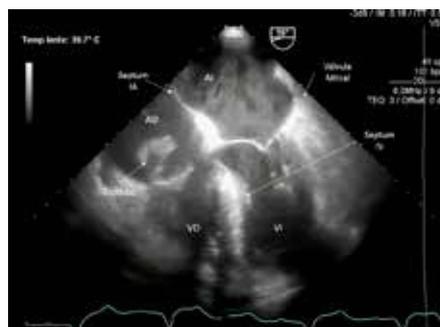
Ecocardiograma transesofágico, proyección a 16°. Se observa trombo intracavitario en aurícula derecha.
